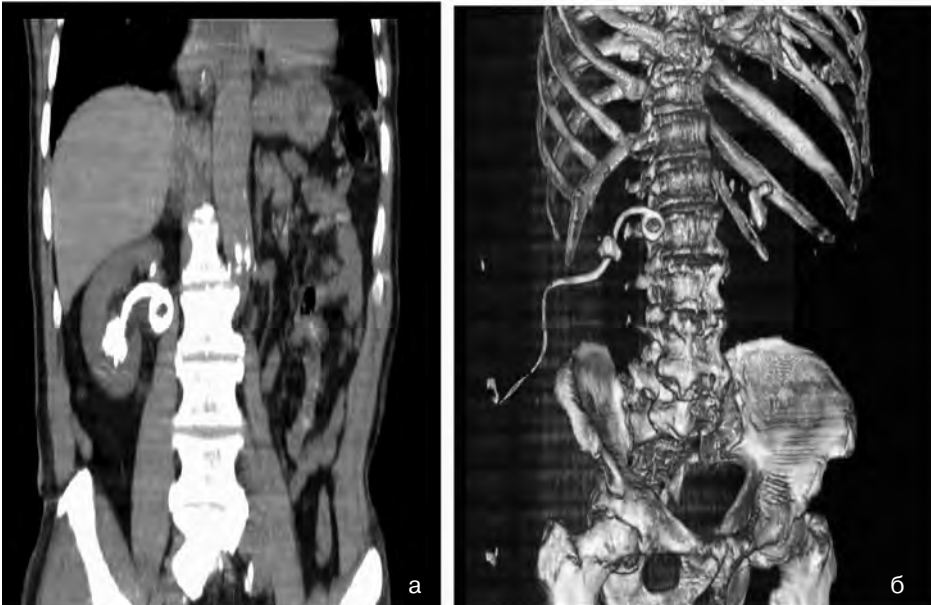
ЧПНС под КТ-контролем:
